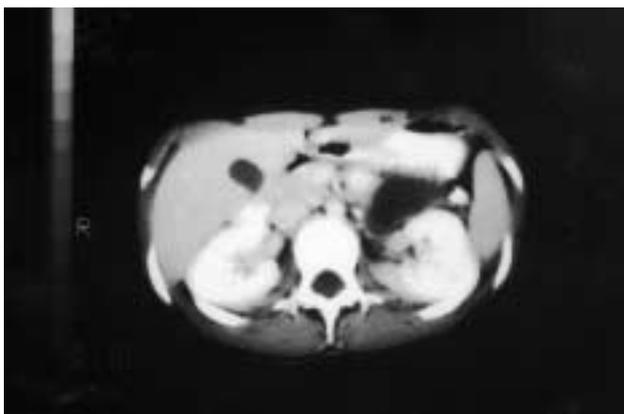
TC de abdomen con contraste. Masa heterogénea, que no realza con contraste.
